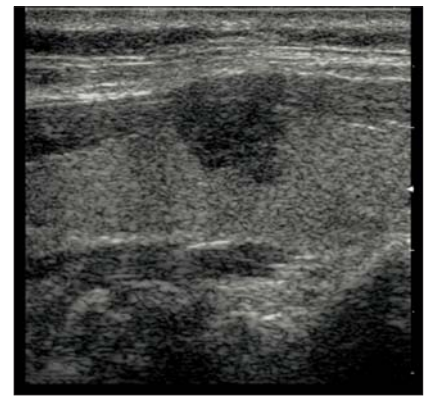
Immagine ecografica di adenoma pleomorfo (scansione longitudinale). La neoformazione ha morfologia tondeggianti, margini netti, struttura disomogenea prevalentemente ipoecogena.
